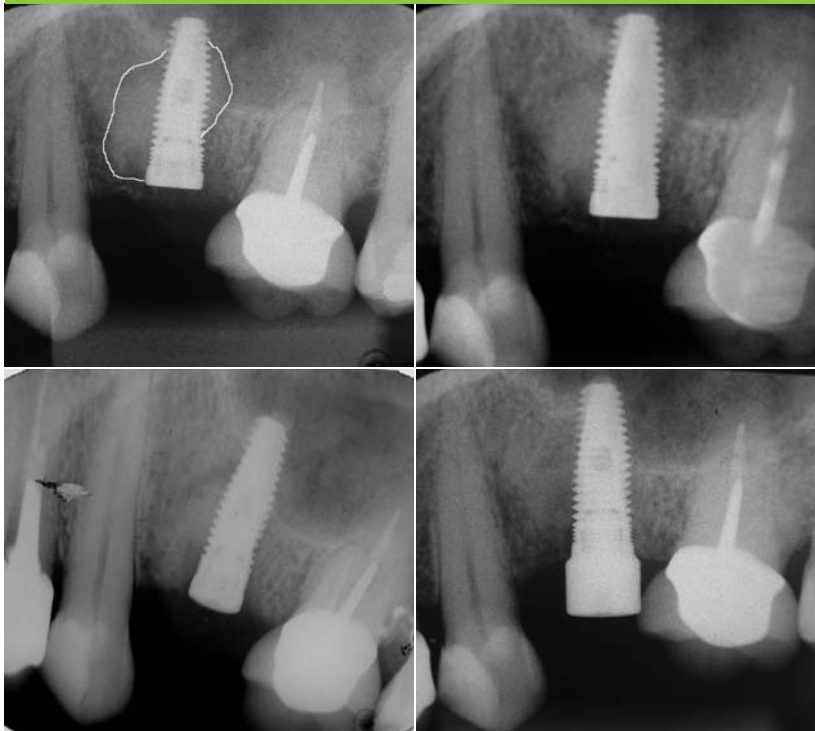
Röntgenaufnahmen 30, 60, 120 und 180 Tage nach dem Eingriff.
